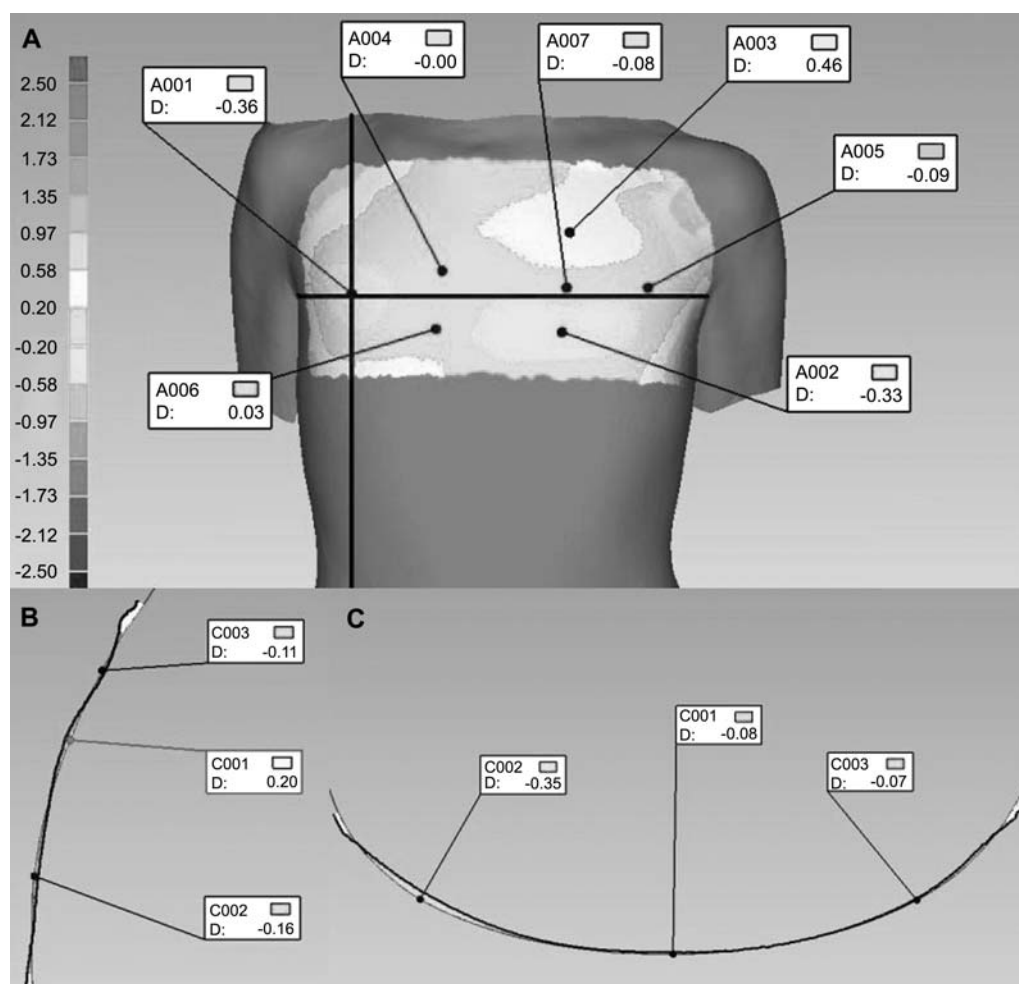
(A) Graufarbenskalierter 3-D-Vergleich der aus MRT-Daten dreidimensional rekonstruierten anatomischen Thoraxkurvatur zur interpolierten Thoraxwand des 3-D-Oberflächenmodells; (B) 2-D-Abweichung im Sagittal- und (C) Horizontalschnitt; Abweichungen angegeben in cm.
